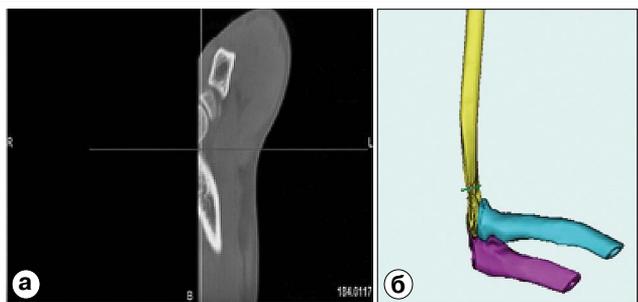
а – КТ-исследование, б – трёхмерная реконструкция локтевого сустава, в область сканирования которого не вошла зона интереса – локоть (обрезали).
